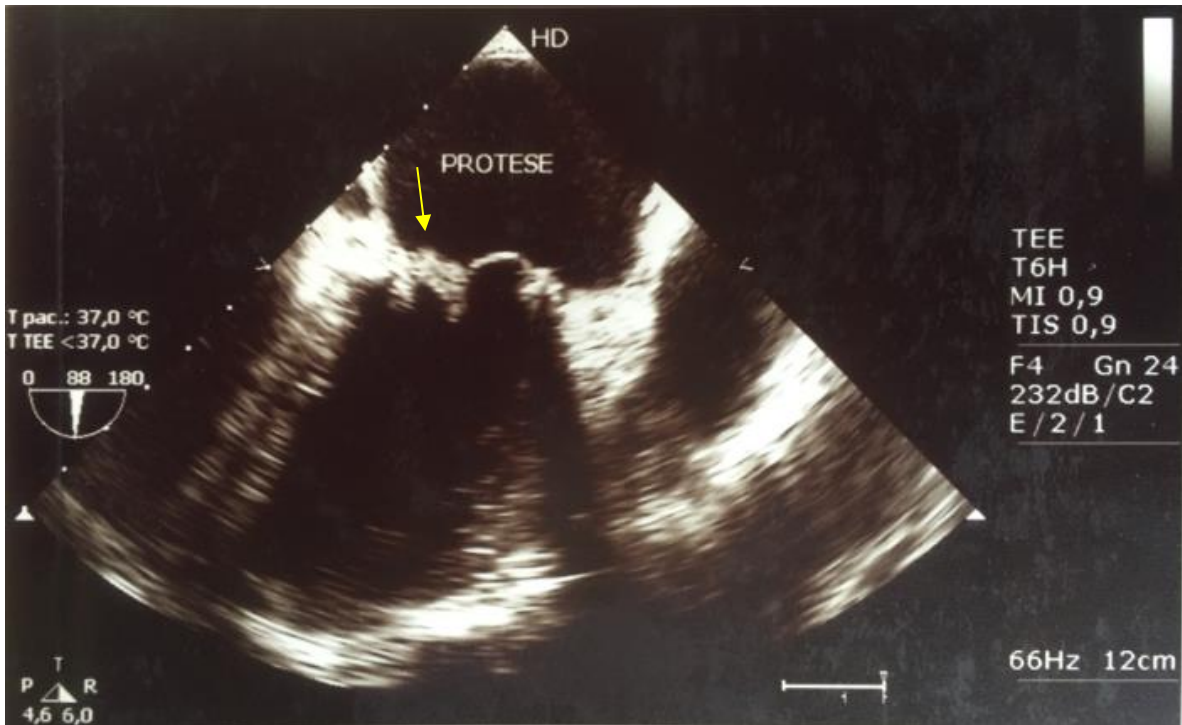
Ecocardiograma transesofágico demonstrando imagem aditiva sugestiva de trombo em prótese (seta amarela)
